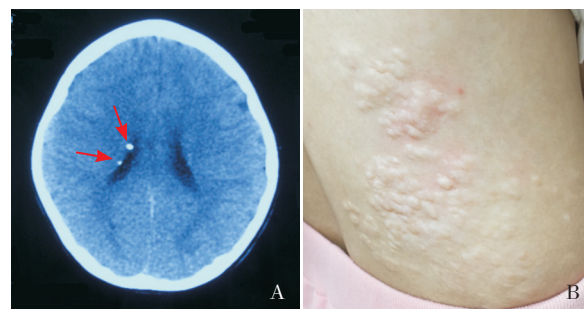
家系2先证者影像学特征和先证者母亲皮肤改变 A: 先证者头颅CT检查示右侧侧脑室旁两个点状钙化灶(箭头所示); B: 先证者母亲右侧腰部钙化星形细胞错构瘤。
